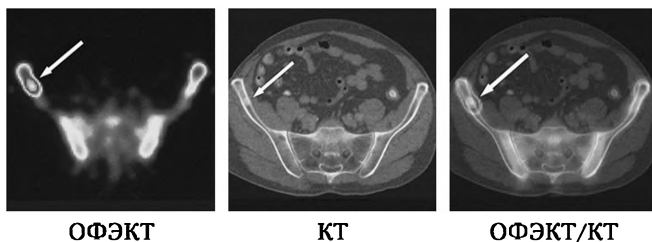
Пример совмещения однофотонной компьютерной томографии и рентгеновской компьютерной томографии
